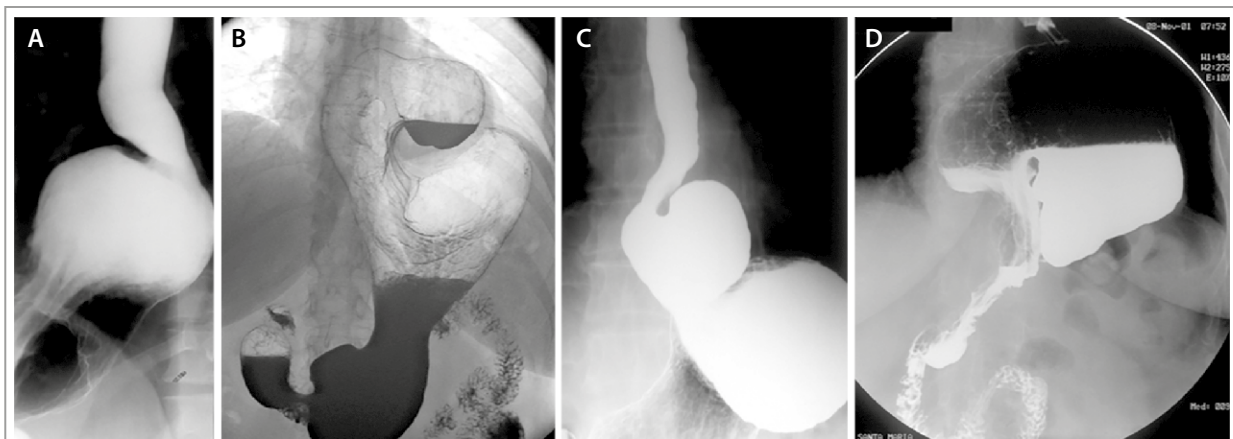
Distintas hernias hiatales estudiadas mediante radiografía baritada de esófago. Nótese las distintas irregularidades en la morfología, llene y arquitectura del tubo superior. El cuadro A corresponde a una hernia tipo I, B a una tipo II. C a una hernia paraesofágica tipo III y D a una tipo IV.
